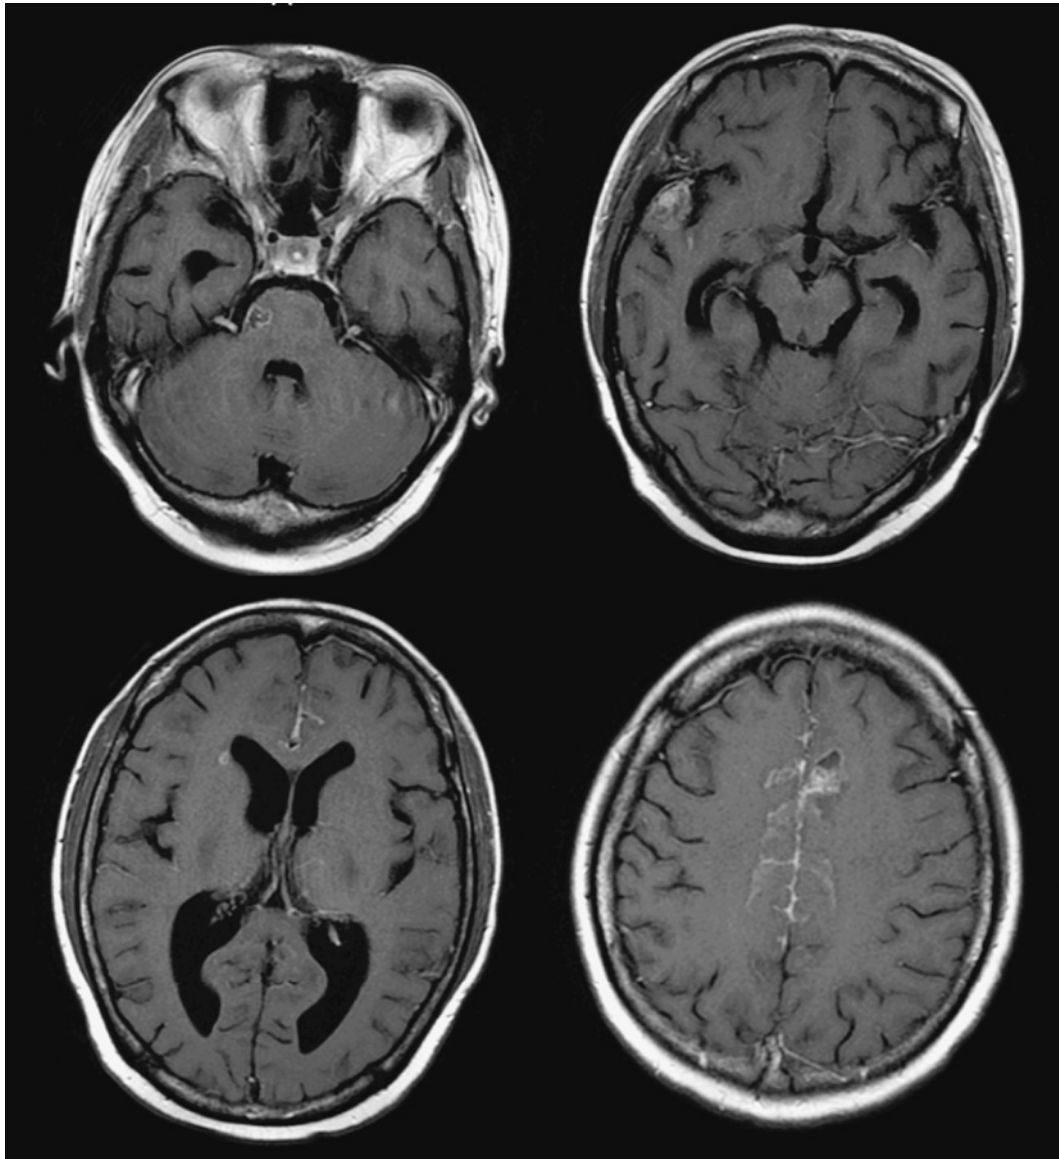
Brain MRI (March 2012) showing that the brain metastasis were shrinking, while the cerebral ventricles were enlarged.
